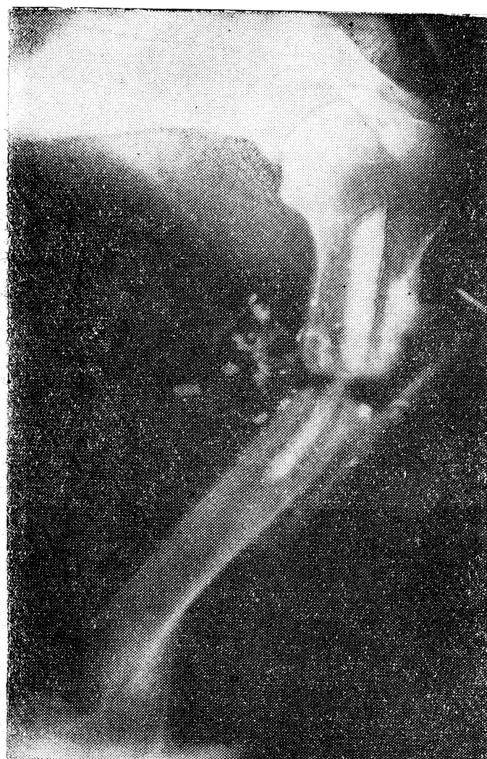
Рентгенограмма левого плеча до операции.
